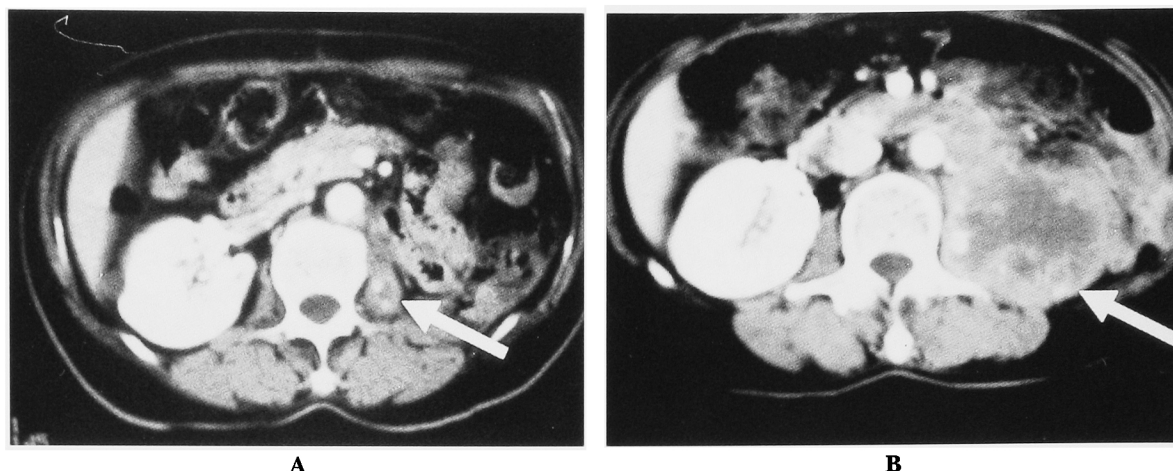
Enhanced computed tomography revealed the recurrent tumor before (A-1, A-2) and after (B-1, B-2) 2 courses of CYVADIC chemotherapy.
